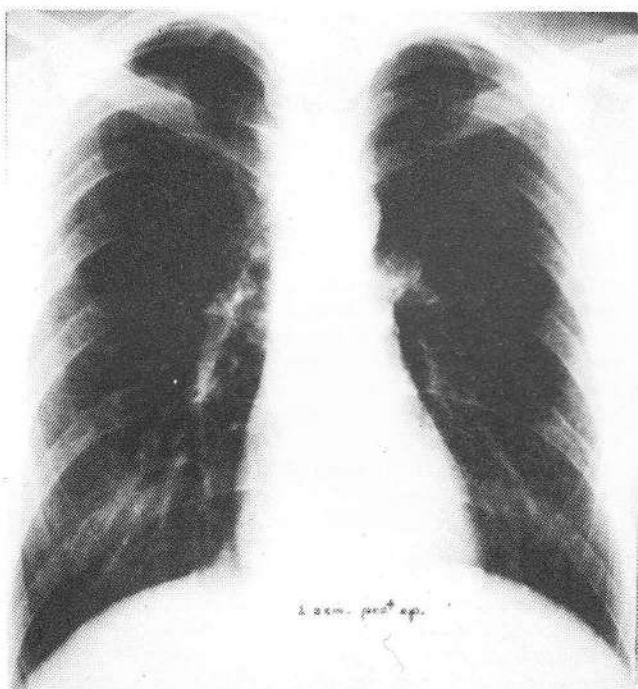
Radiografía de alta con imagen pulmonar normal de ambos lados.
